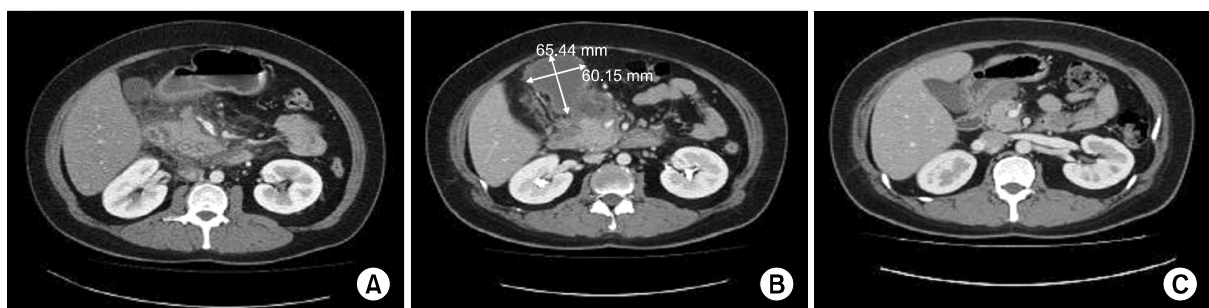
Abdominal CT Finding of Case 1. (A) Initial abdominal CT scan shows diffuse peripancreatic fatty infiltration. (B) 2 weeks later, abdominal CT scan shows a pseudocyst in infrapyloric area. but, decreased peripancreatic fatty infiltration. (C) 6 weeks later from initial abdominal CT, abdominal CT scan shows marked decreased pseudocyst in infrapyloric area. and, no visible peripancreatic fatty infiltration.
